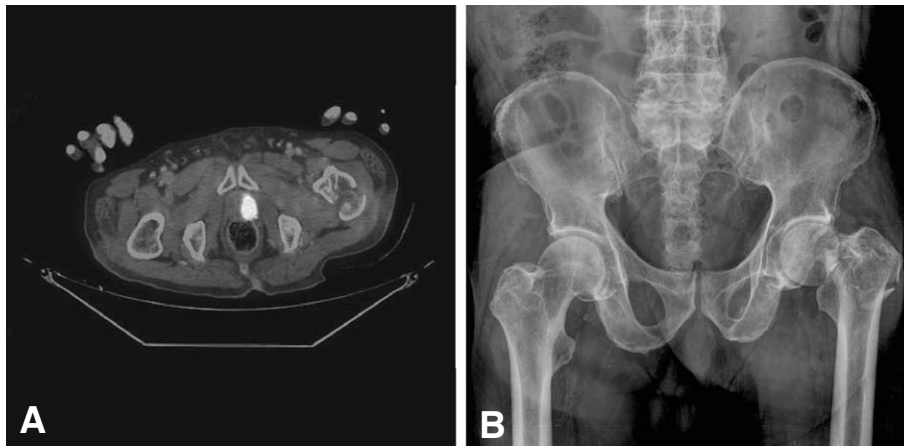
Seventy-eight year old man had pathologic fracture in 8 days after diagnosis of prostatic cancer. Fracture was seen in simple x-ray at the neck of left femur (A). F-18 FDG PET/CT showed no metastastatic lesions to other site, but just a mass with high FDG uptake (SUVmax: 36.2) in prostate and mild FDG uptake (SUVmax: 3.3) was seen in only soft tissue around femoral neck fracture, not in marrow (B).
